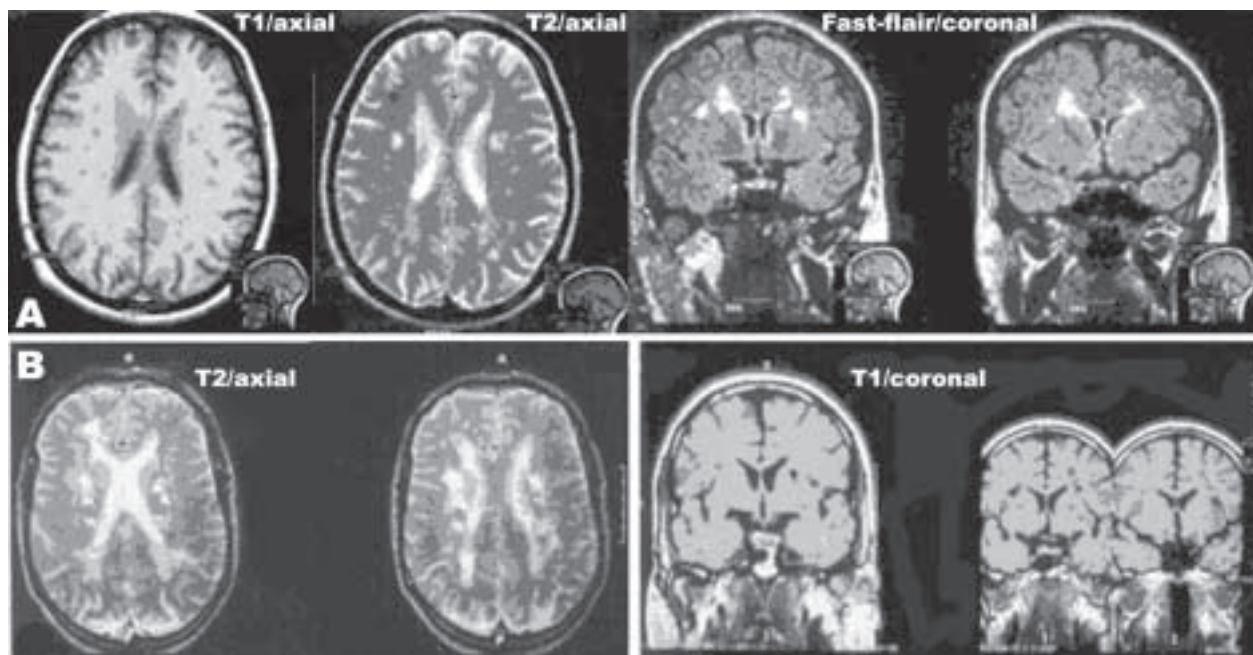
(A) Resonancia nuclear magnética del individuo III6. Se observan pequeñas imágenes tenuemente hipointensas en T1, hiperintensas en T2, siendo más destacadas en Fast-flair exclusivamente en la sustancia blanca hemisférica predominantemente periventricular. Compromiso multifocal de la sustancia blanca periventricular de los hemisferios cerebrales. (B) Resonancia nuclear magnética del individuo III4. Se observan múltiples lesiones isquémicas lacunares gangliobasales, subcorticales y leucoencefalopatía marcada
